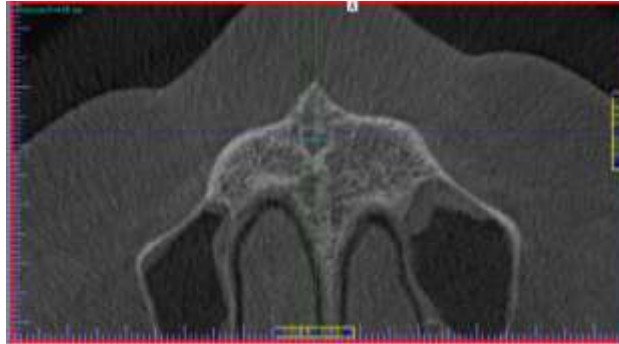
Фрагмент КТ-знімку із визначенням мезіо-дистального розміру носопіднебінного каналу.
